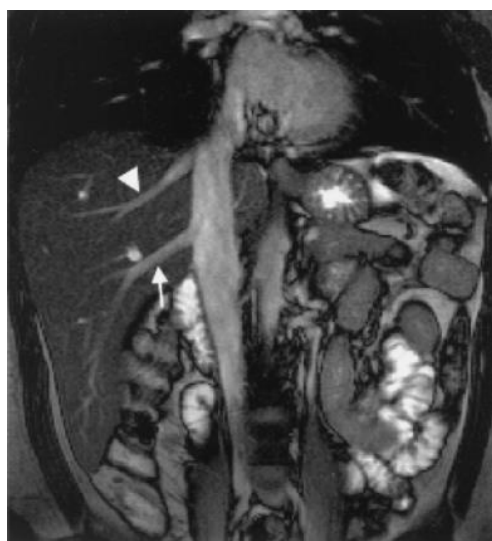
Présence d'une veine sus-hépatique accessoire (flèche blanche), sur une IRM hépatique sur une coupe frontale.
